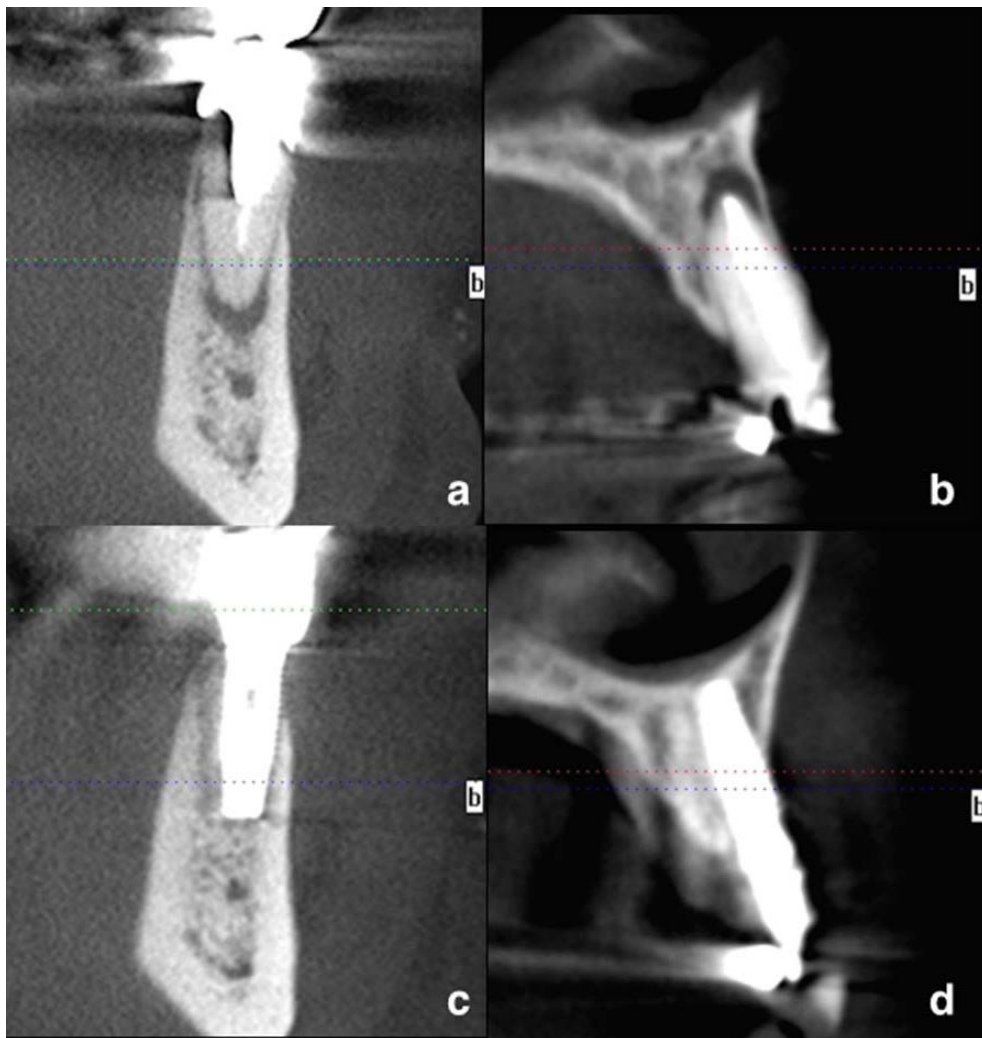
Imagem da tomografia computadorizada revelam radioluscência na região apical dos dentes. Um ano após a colocação do implante, não havia zona radiolúcida na região apical dos implantes (Crespi *et al.* 2016).
